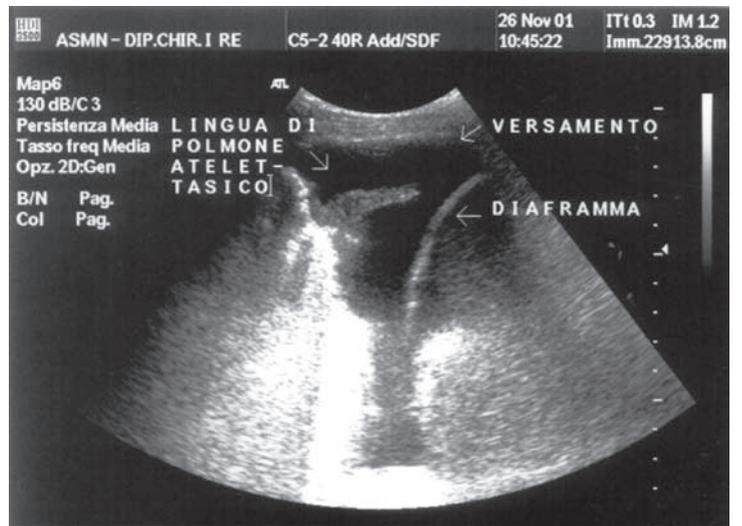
Ecografia del torace: versamento pleurico semplice.
